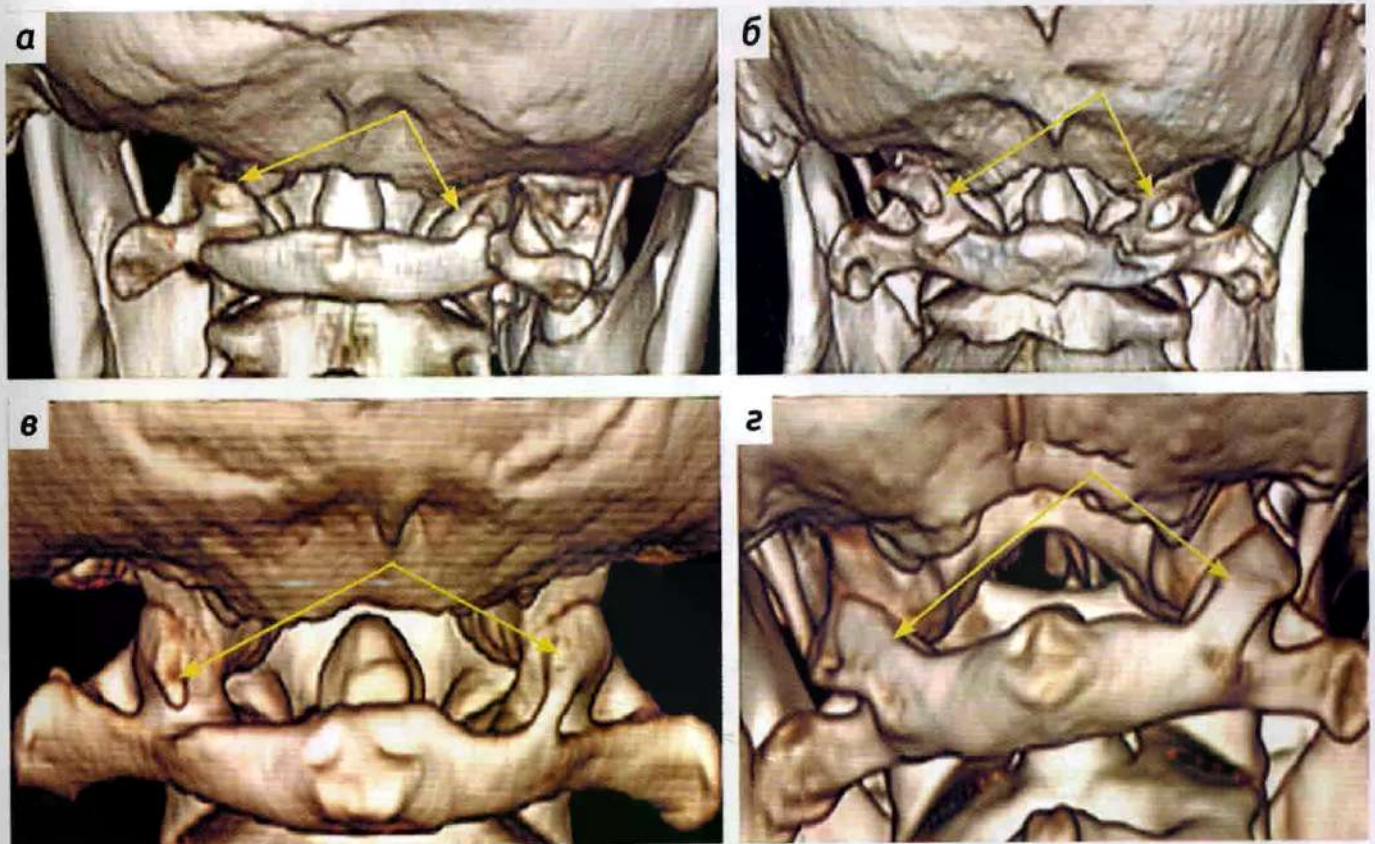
Классификация A. Saleh на примере 3D-моделирования КТ черепа и кранио-вертебральной зоны: а – подтип СА; б – подтип ВВ; в – подтип СВ; г – подтип СС
